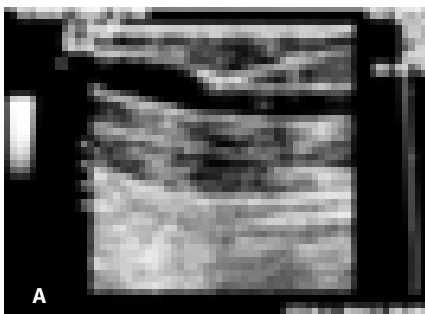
Punción de la vena e introducción de la guía vascular bajo control ultrasonográfico: nótese la punta de la aguja en contacto con la pared venosa (a), su posición intravenosa (b) y la introducción de la guía vascular a través de la aguja (c).
